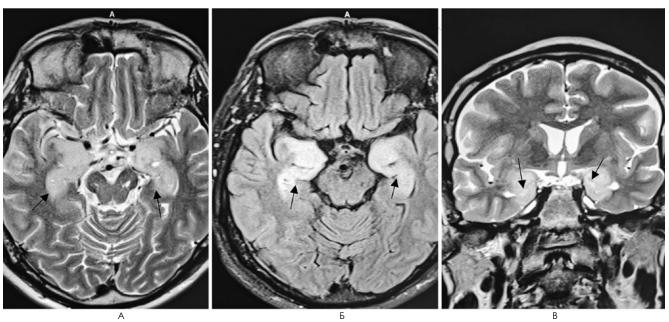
МРТ пациента П. Аксиальные T2- (A), T2-FLAIR (Б), корональные T2- (В) МР-последовательности выявляют двухсторонние участки гиперинтенсивного сигнала от медиобазальных отделов височных долей (стрелки) без признаков структурного поражения вещества головного мозга
